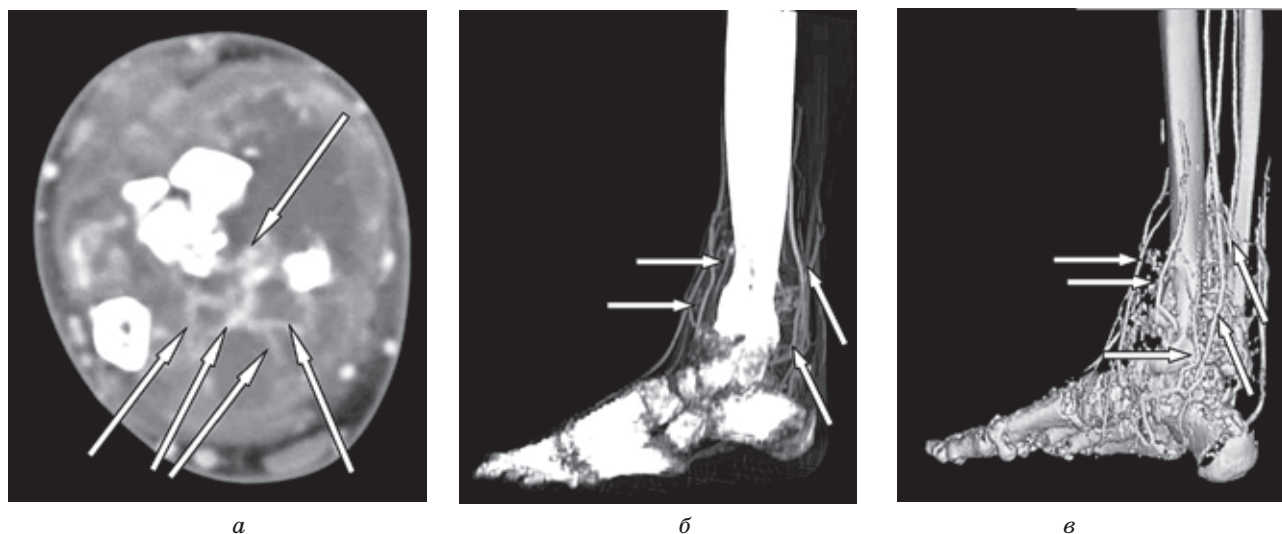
СКТ ангіограми пацієнта І., 20 р. з діагнозом остеогенна саркома дистального відділу правої великогомілкової кістки $T_2N_0M_0$, II ст., II кл. гр.
